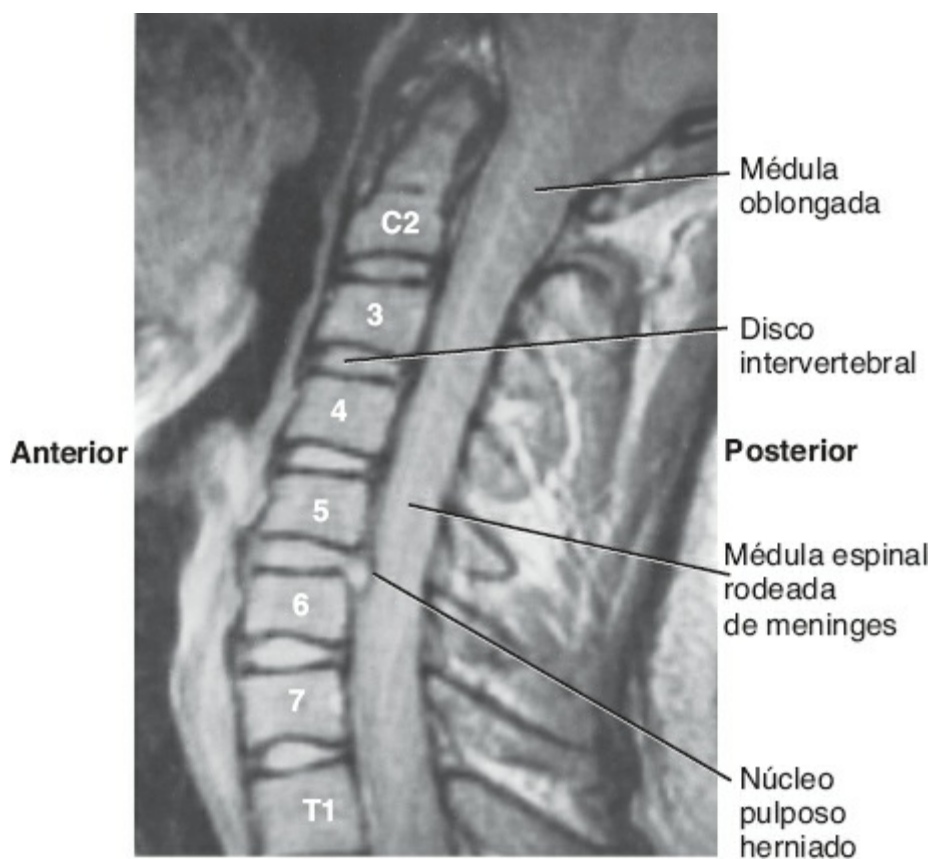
Resonancia magnética de la región cervical. Nótese la clara presencia de una hernia de disco intervertebral.
